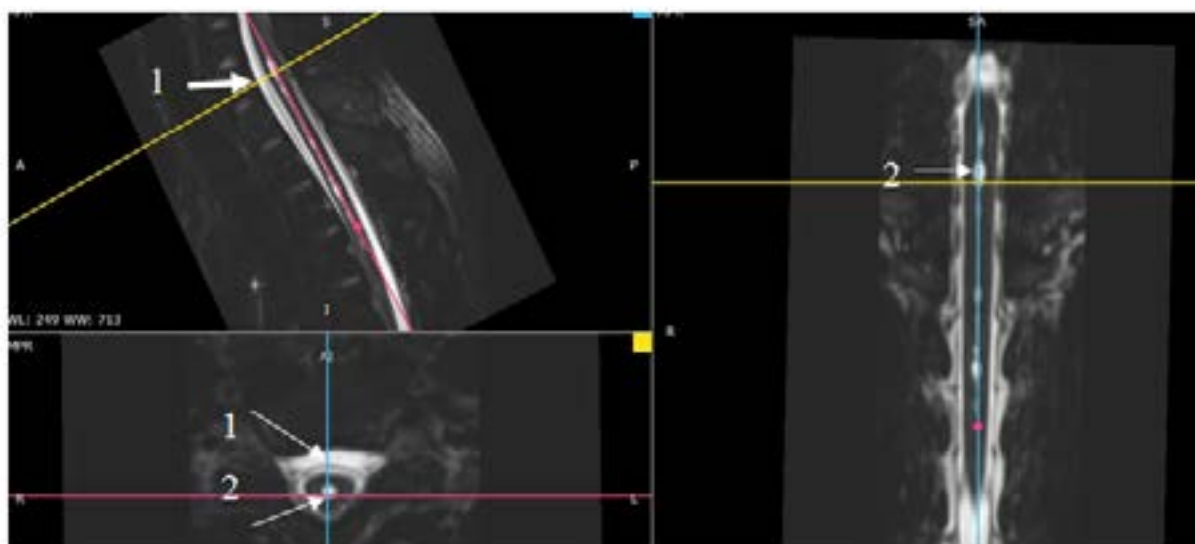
Мультипланарная реконструкция МР-томограммы шейно-грудного отдела спинного мозга пациента Л. T2 FRFSE: 1 — эпидуральное скопление ликвора по передней поверхности;
